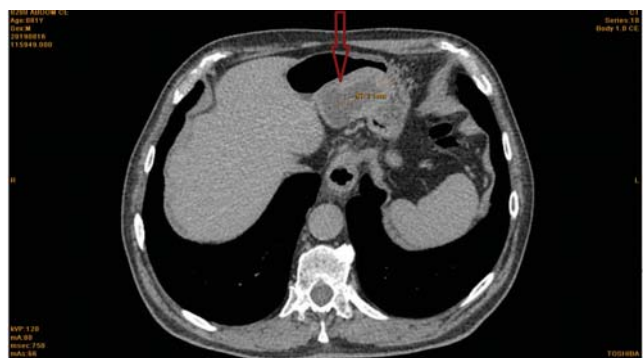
КТ з внутрішньовенним контрастуванням (пухлина вказана стрілкою)
